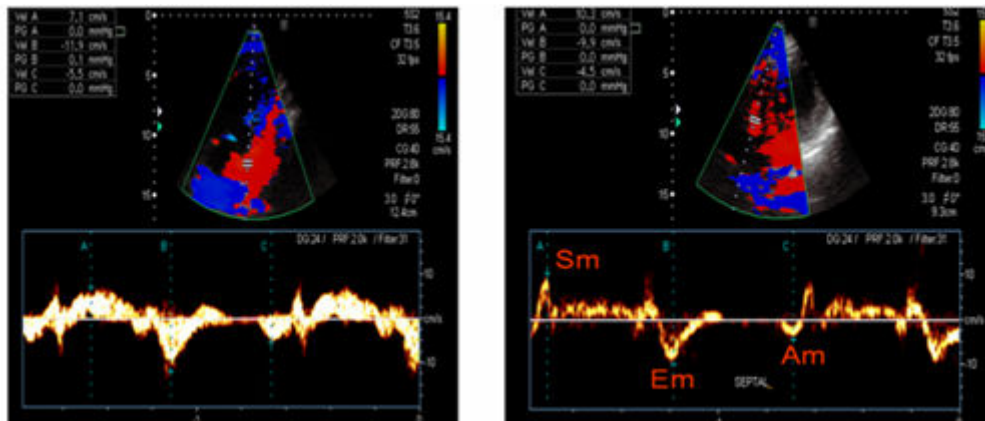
captação do padrão de velocidade de deslocamento do anel mitral ao Doppler tecidual. Sm (contração longitudinal), Em (diastólica inicial), Am (diastólica final).
